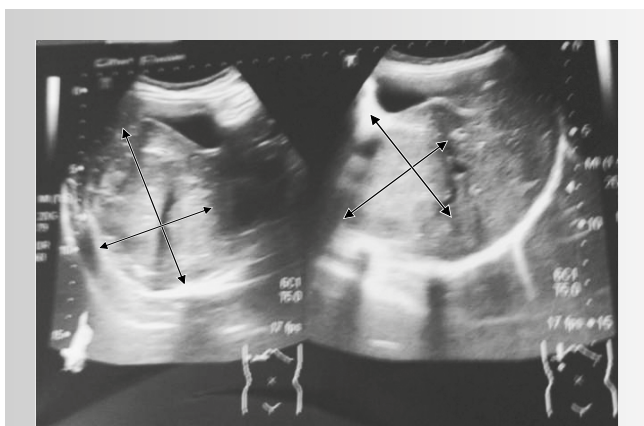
Больной У., 13 лет. УЗИ брюшной полости. Стрелками обозначено объемное образование печени в проекции 6–7 сегментов. Размеры 81×74×65 мм
